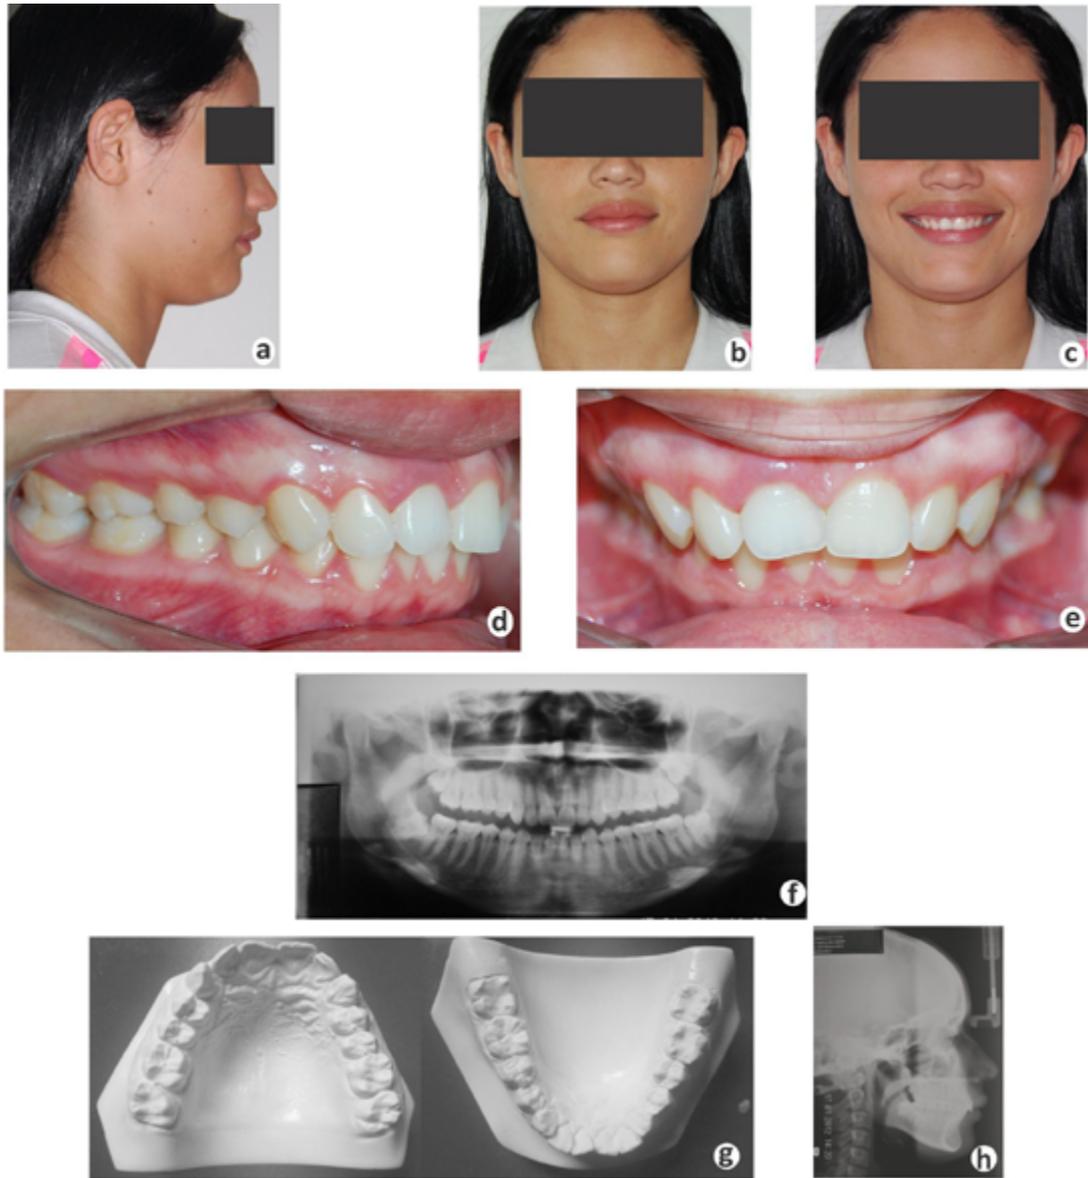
Diagnóstico inicial da paciente. Fotografias extrabucais: (a) perfil convexo, (b) frontal em repouso e (c) frontal sorrindo, sem assimetrias significativas e terços faciais proporcionais. Fotografias intrabucais: (d) lateral direita, evidenciando curva de Spee reversa e (e) frontal, evidenciando linha média dentária inferior desviada para direita. (f) Fotografia panorâmica indicando a presença de todos os dentes e ausência de qualquer alteração que comprometesse o tratamento ortodôntico. (g) Modelos em gesso que indicam discrepância negativa superior de -3mm e inferior de -5mm. (h) Radiografia cefalométrica inicial indicando padrão esquelético classe II, protusão maxilar, inclinação compensatória de incisivos e padrão de crescimento horizontal.
